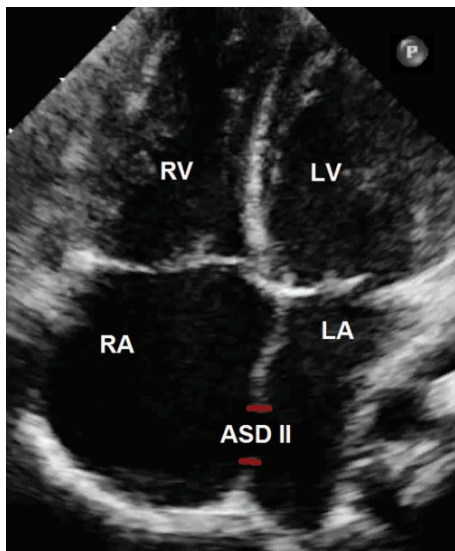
Wizualizacja przecieku przez ASD II w przezklatkowym badaniu echokardiograficznym, projekcja koniuszkowa czterojamowa
